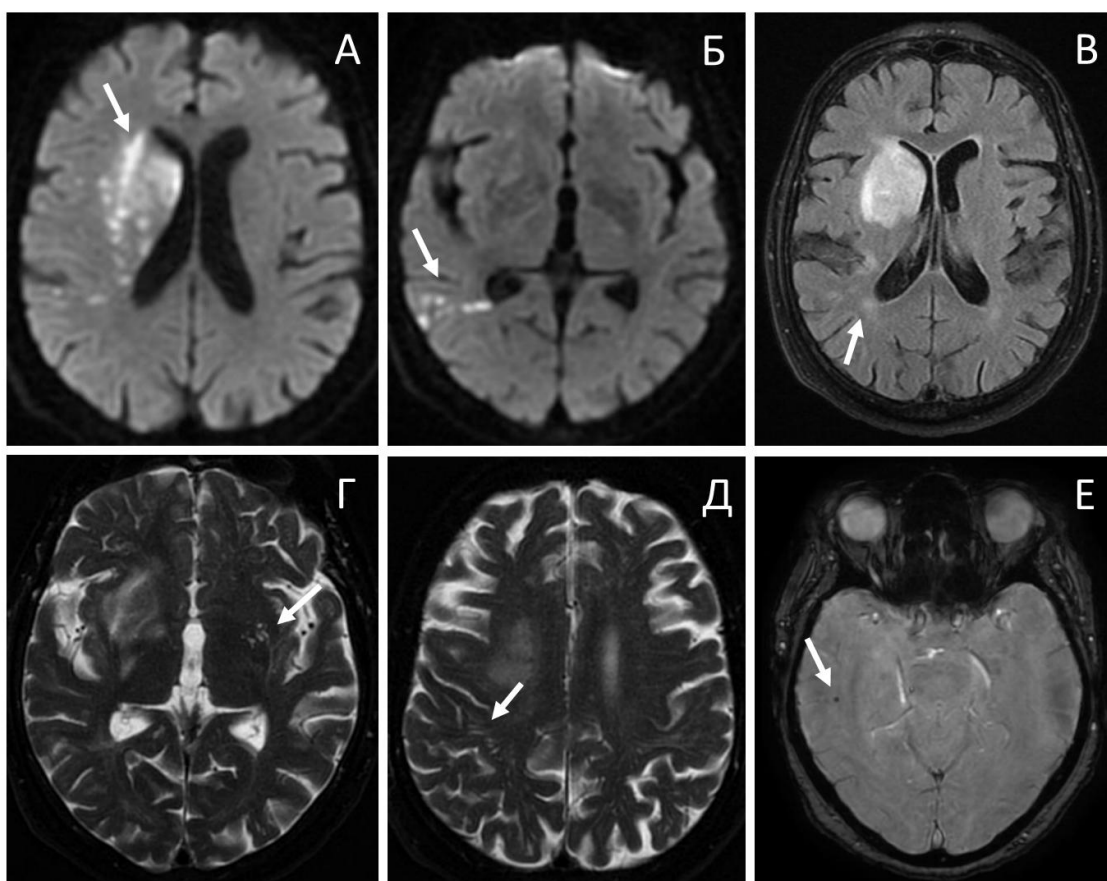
Магнитно-резонансная томография пациентки Т. А, Б – очаги острого инфаркта мозга (диффузионно-взвешенная последовательность), В – гиперинтенсивность белого вещества 1 степени (FLAIR), Г – расширенные периваскулярные пространства в области скорлупы (T2), Д – расширенные
